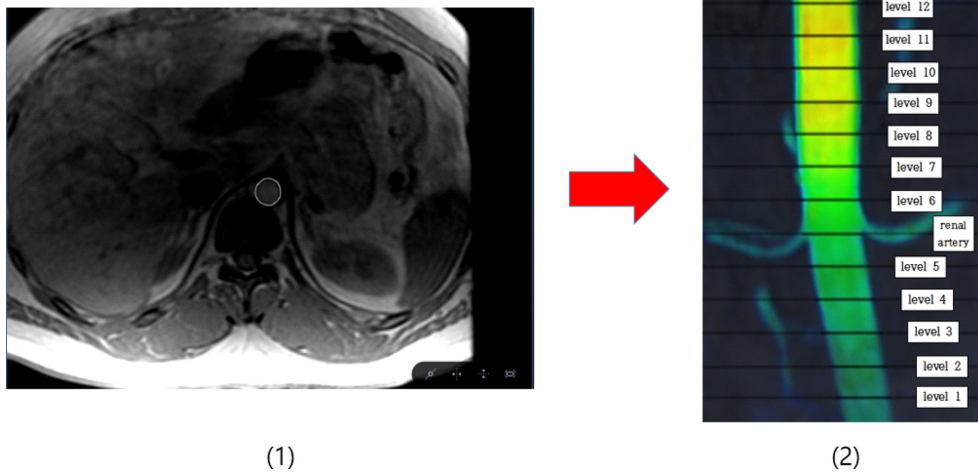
4D flow MRI 상의 유속 측정 과정: (1) 측면에서의 복부 대동맥 4D flow MRI magnitude image segmentation, (2) 관상면에서의 복부 대동맥 level 분할
